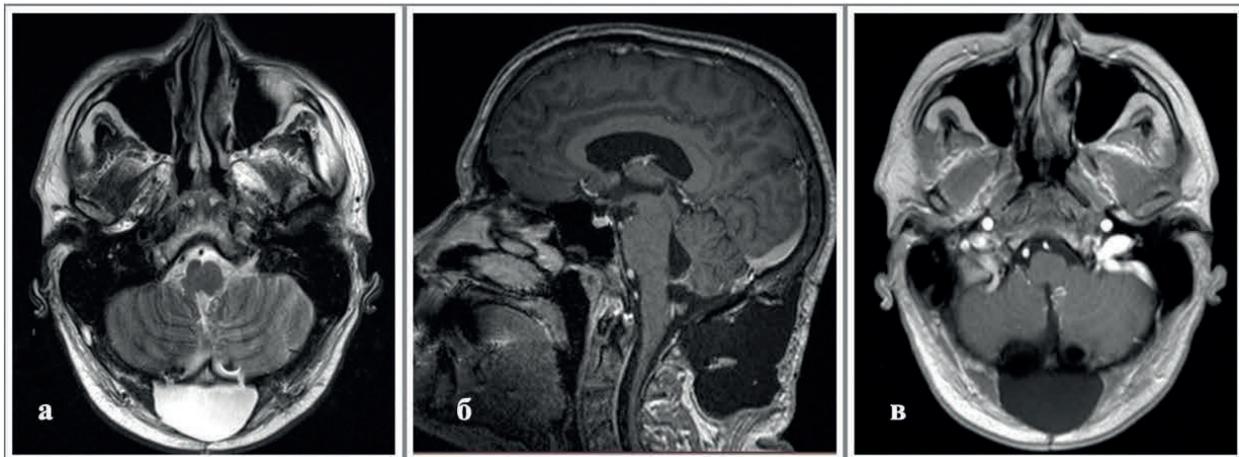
МРТ головного мозга через 1 неделю после оперативного лечения: а – на МР-снимках в T2-режиме определяются послеоперационные изменения: формирование «ликворной подушки» в затылочной области, артефакты от титановых краниофиксов; б, в – МР-снимки с контрастным усилением: опухолевой ткани не определяется
